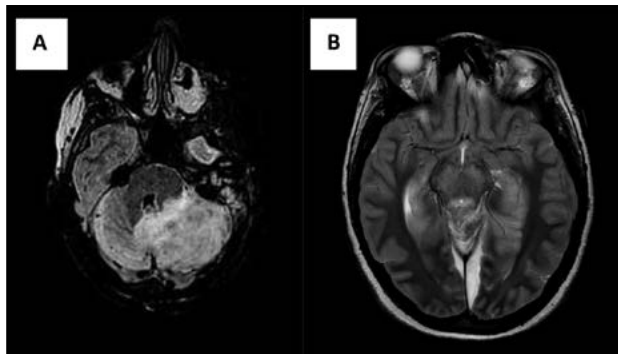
RM cerebral (seqüència FLAIR; talls sagitals). A: edema cerebel·lós esquerre amb signes de transformació hemorràgica i efecte massa. B: col·lecció subdural interhemisfèrica suggestiva d'empiema.
